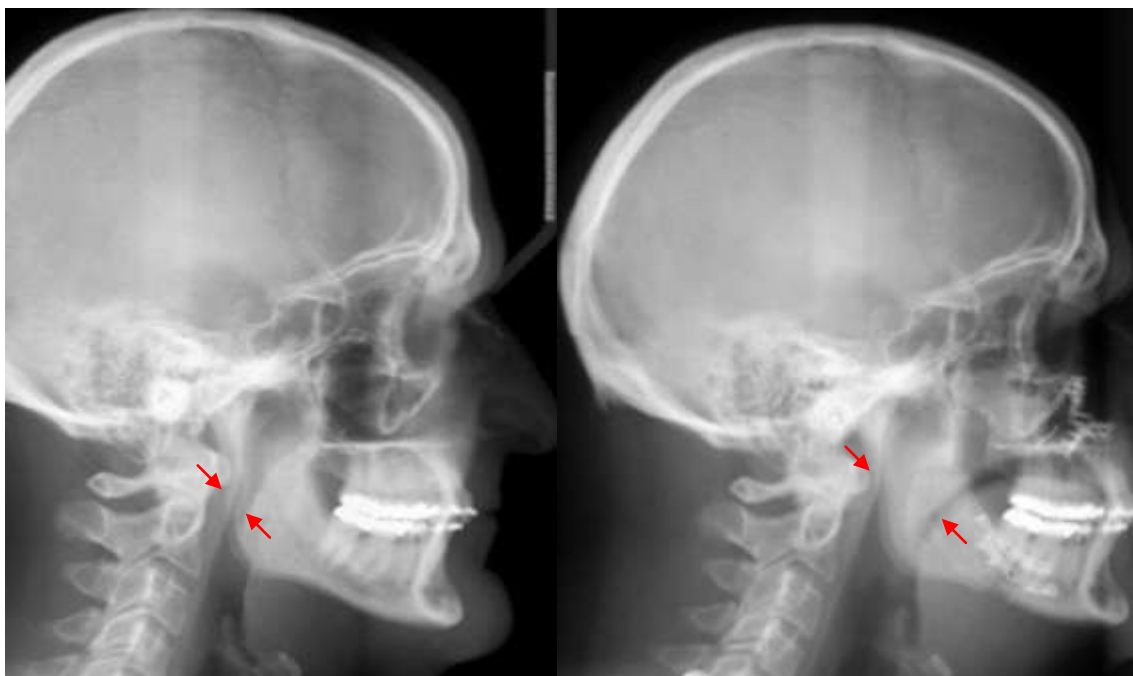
Telerradiografia mostrando estreitamento em orofaringe. 1B Teleradiografia do mesmo paciente após avanço bimaxilar mostrando considerável aumento do espaço aéreo.
